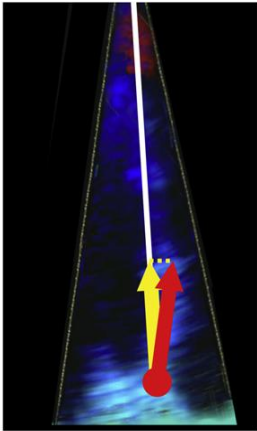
Sector de imagen estrecho y haz de ultrasonido alineado con el movimiento(160).
